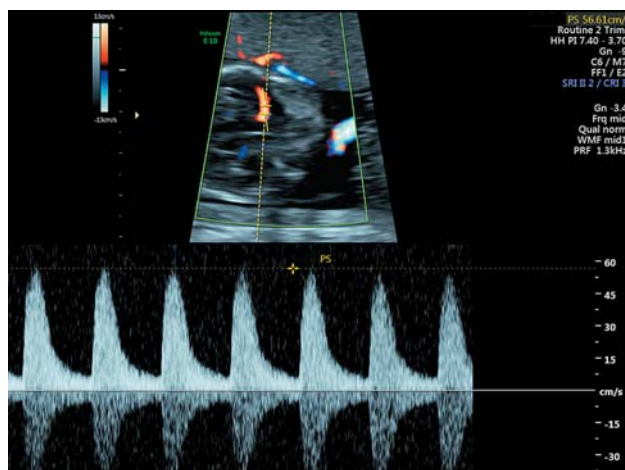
Кровоток в СМА до трансфузии.
